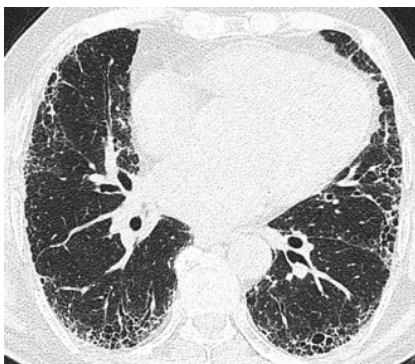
Corte transversal de TAC que muestra panal de abeja basal y subpleural, indicativo de neumonía intersticial.
